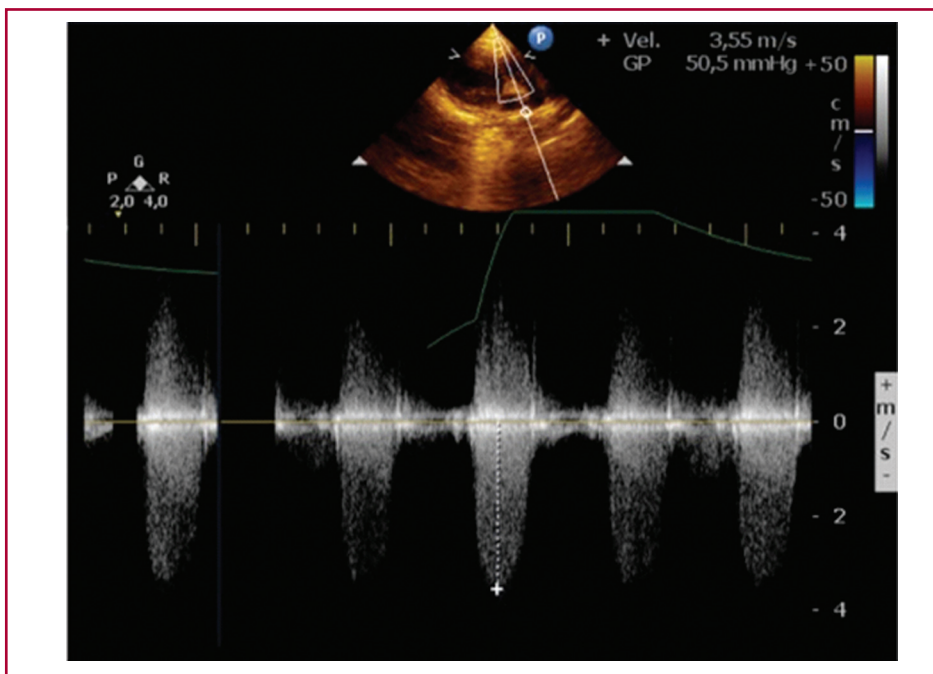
Ecocardiograma Doppler color preoperatorio evidenciando estenosis valvular y subvalvular pulmonar moderada
